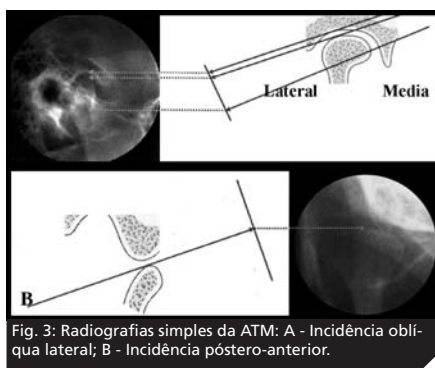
Radiografias simples da ATM: A - Incidência oblíqua lateral; B - Incidência pósterio-anterior.
